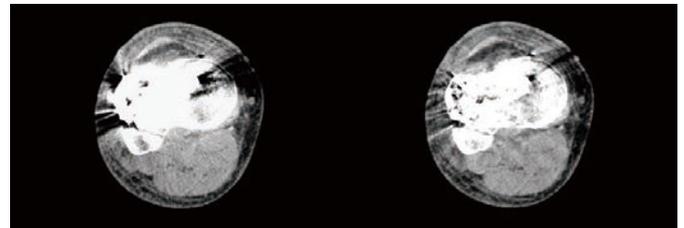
CT画像 (左：SEMARなし 右：SEMARあり)
